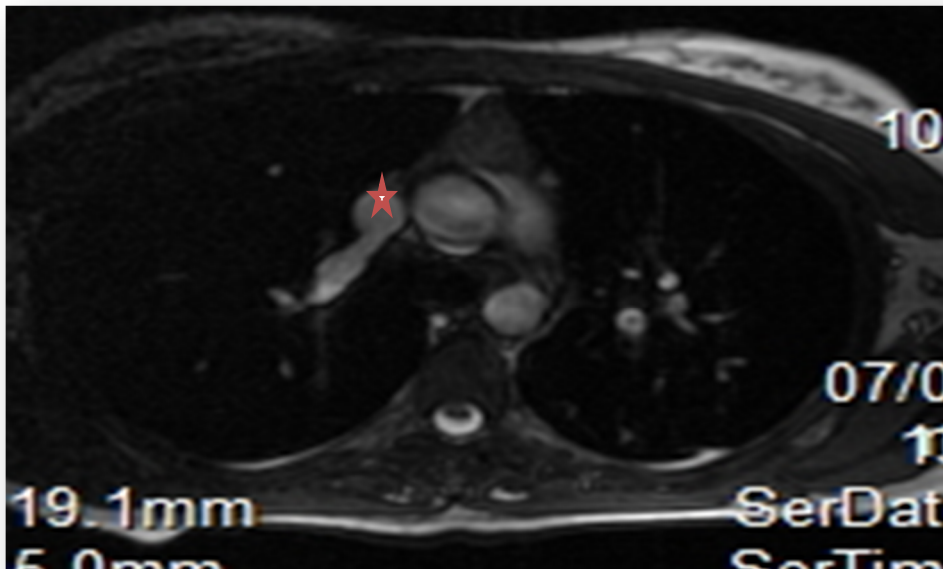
Coupe axiale en IRM montrant un retour veineux pulmonaire anormal partiel droit dans la veine cave supérieur (*)
